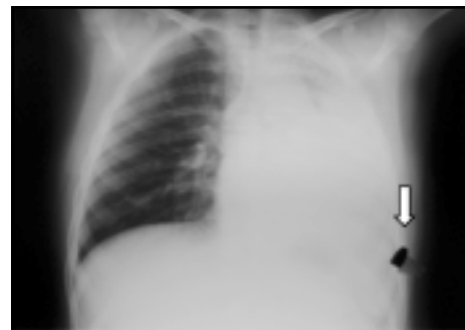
Caso clínico 9. CE (tapa de lápiz pasta). Radiografía de tórax antero posterior.
